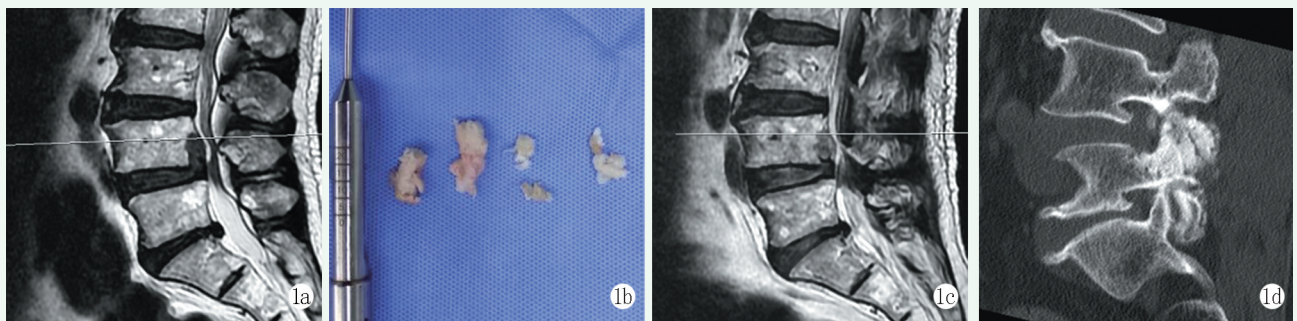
患者,男,50 岁,采用经椎间孔入路手术治疗 1a: 术前腰椎矢状位 MRI 示 L_{4/5} 椎间盘向头端重度脱出至 1 区 1b: 术中取出的髓核组织,一般向头端重度脱出髓核为破碎、多块组织 1c: 术后矢状位 MRI 示脱出髓核组织完全取出 1d: 采用经椎间孔入路,手术过程中通过镜下环锯取出部分上关节突骨组织
